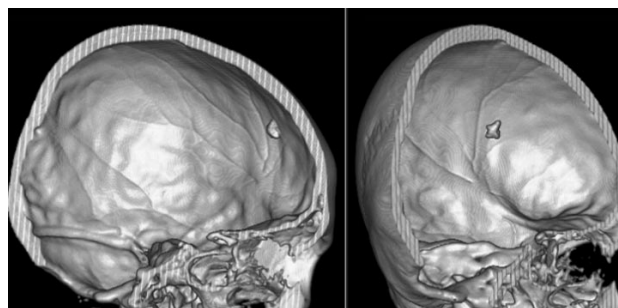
Компьютерная томограмма в режиме костного окна с 3D-реконструкцией. Отчетливо видны локализация, примерные размеры и форма патологического гиперденсивного образования.
